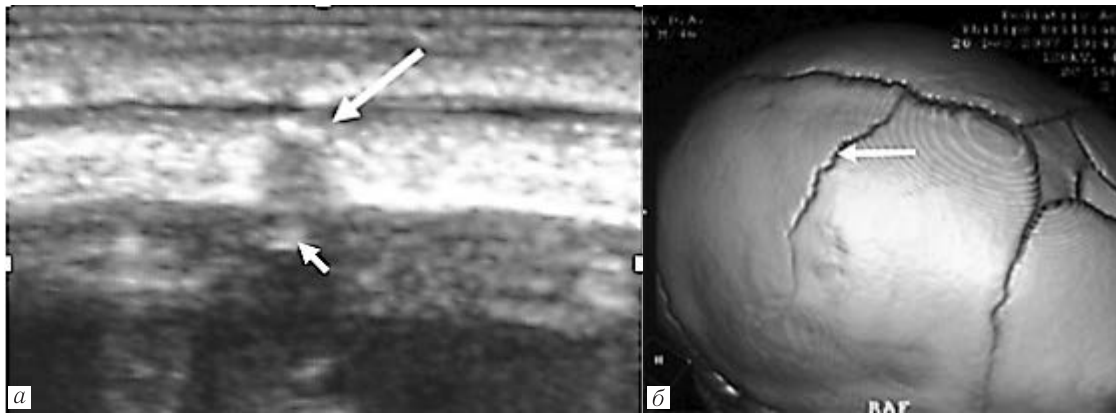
Линейный перелом теменной кости: *a* — ультразвуграфическое изображение черепа (длинной стрелкой обозначена «гипоэхогенная дорожка» в области перелома, а короткой — «гиперэхогенная метка» под областью перелома); *б* — спиральная КТ (перелом обозначен стрелкой)
